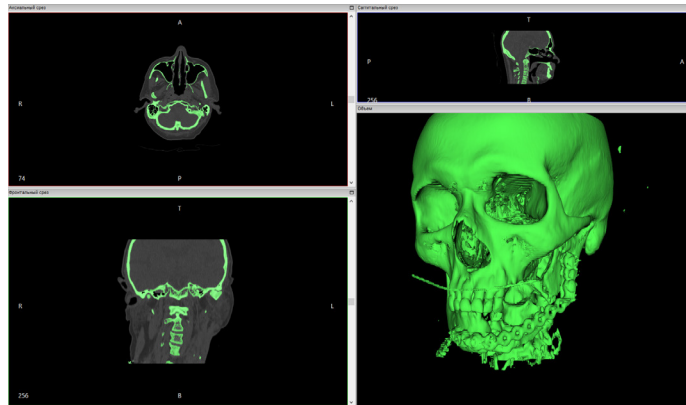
CT data: fatigue violation of a titanium plate
